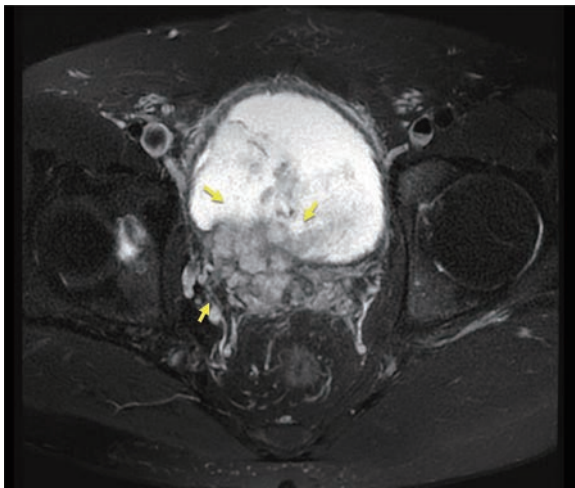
Contrast-enhanced MRI image showing the enhanced bladder mass infiltrating the prostate (arrows indicate the mass).
